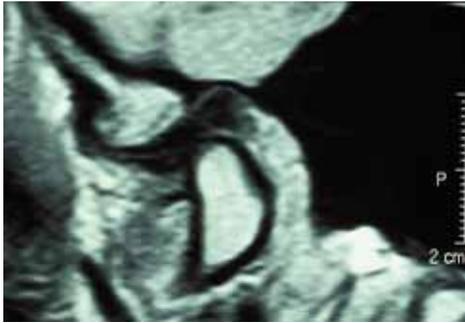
MRT- Bild des Kiefergelenks bei regelrechter Diskus-Kondylus-Relation zur Fossa
